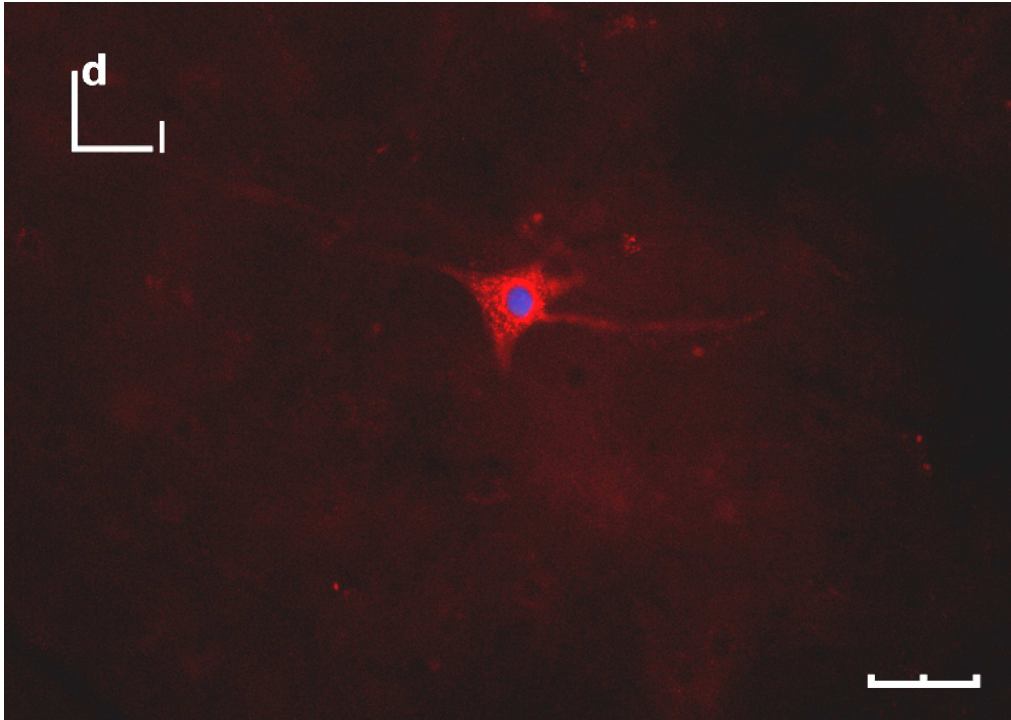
Imagen de una neurona trazada tras inyectar en el músculo cricotiroido CTβ conjugada a Alexa Fluor 594. La neurona está rostral a la concentración principal de neuronas del músculo cricotiroido. El núcleo está marcado con DAPI. Calibración: 50 μm.
